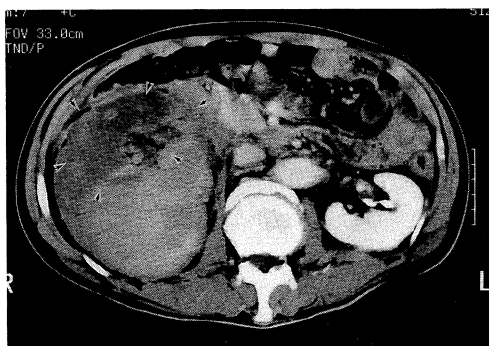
A CT slice showing right renal rupture (arrow) with massive retroperitoneal hematoma and deviation of the abdominal aorta.
